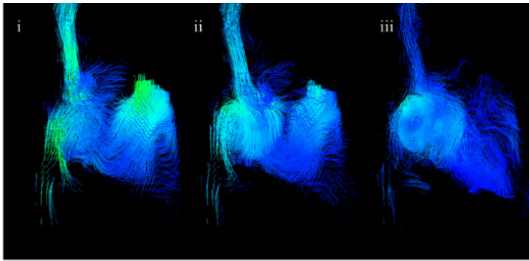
4D Flow MRI により可視化された右心房と右心室内血流
